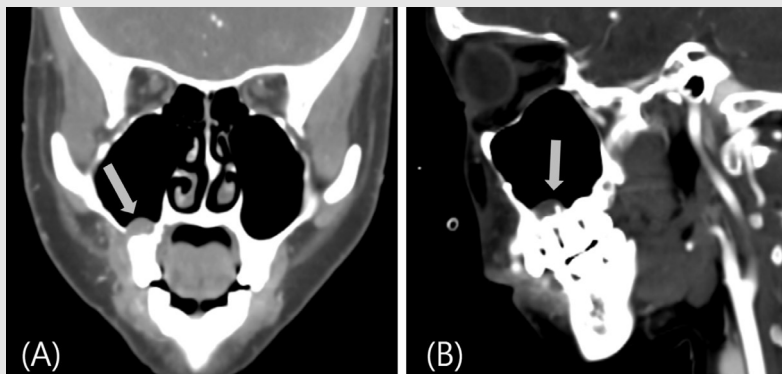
Vascular CT(Computed tomographic) angiography performed one day after embolization shows a dome-shaped lesion consistent with a hemangioma. A: coronal view B: sagittal view
